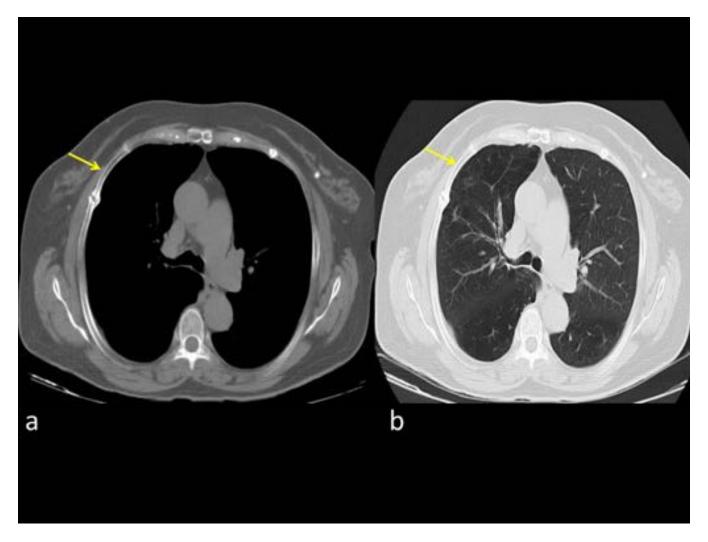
Caso 4: TC cortes axiales con ventana mediastínica (a) y pulmonar (b) posterior a la reparación quirúrgica (realizado por clínica de disnea progresiva al segundo mes de haberse originado la hernia). Nótese que en el lugar de la hernia hay un injerto óseo (flechas).
